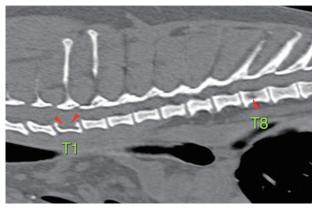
CT画像(矢印断像(骨条件)) T1椎体の融解像がみられる.
